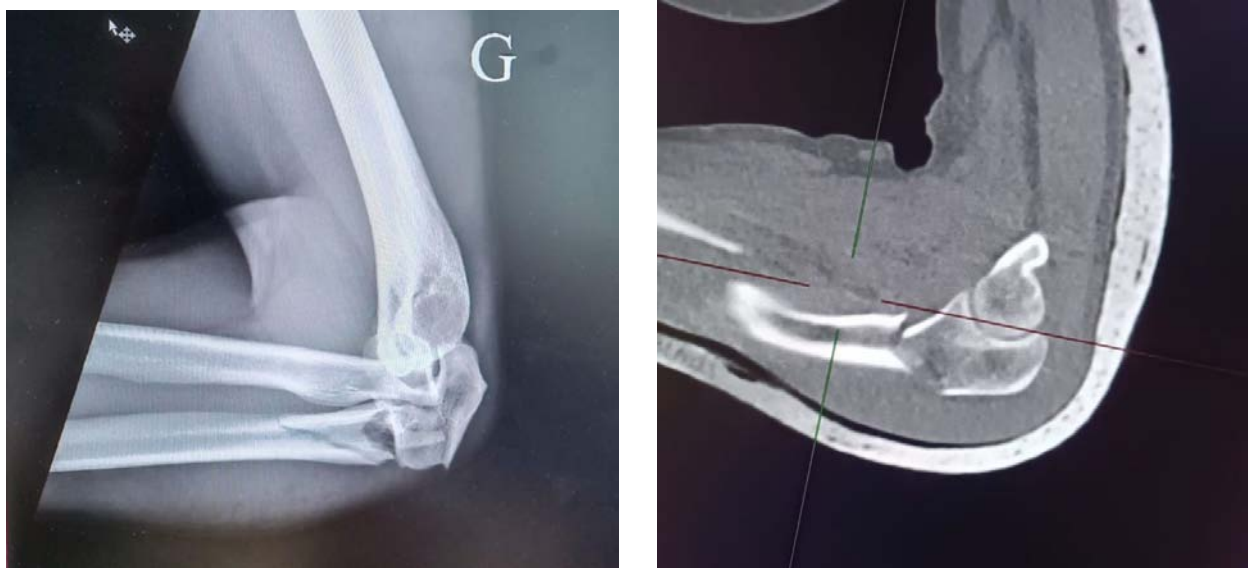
Radiographie de profil avec coupe scanographique sagittale montrant une fracture épiphyso métaphysaire de l'ulna proximale associée à une luxation postérieure de la tête radiale p=8
